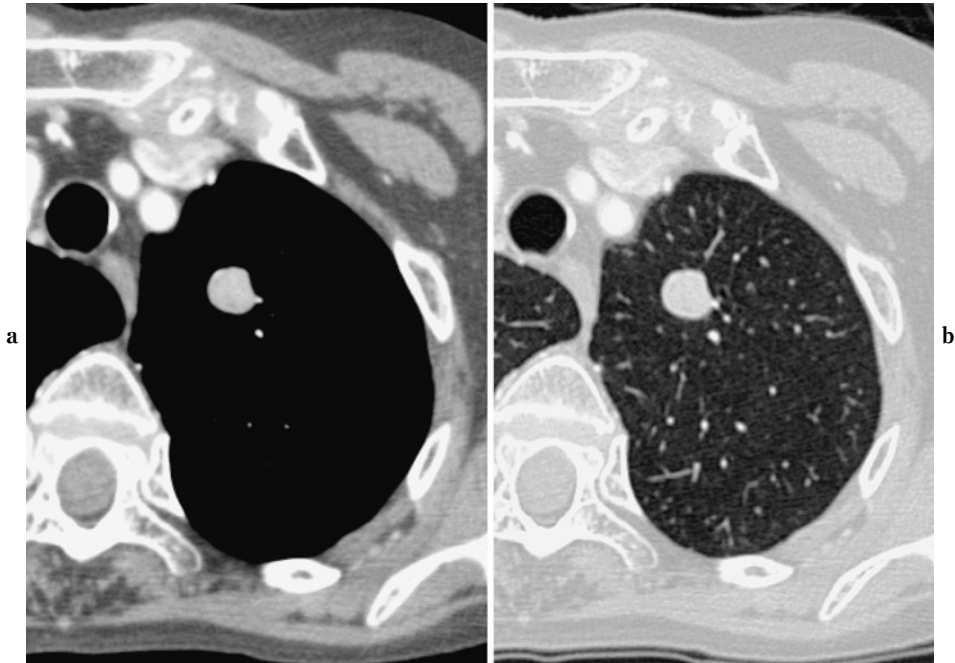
Sclerosing pneumocytoma. (a) A contrast-enhanced CT scan shows a well-enhanced nodule in the left upper lobe. (b) The nodule is well-defined and has smooth margins on the lung window setting.
